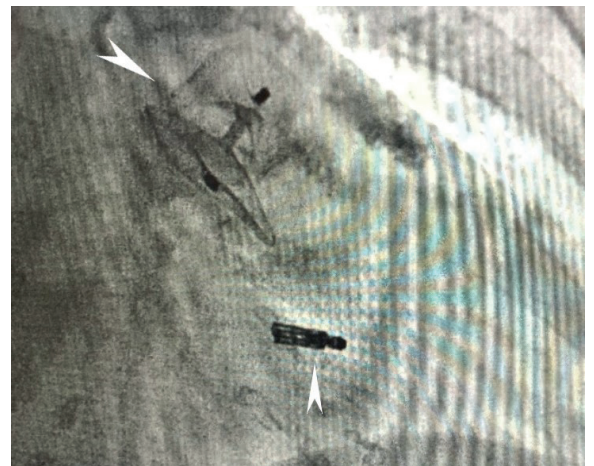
Рентгенография после установки окклюдера Amulet в ушко левого предсердия. Визуализируется ранее установленная клипса MitraClip (указано стрелками)
